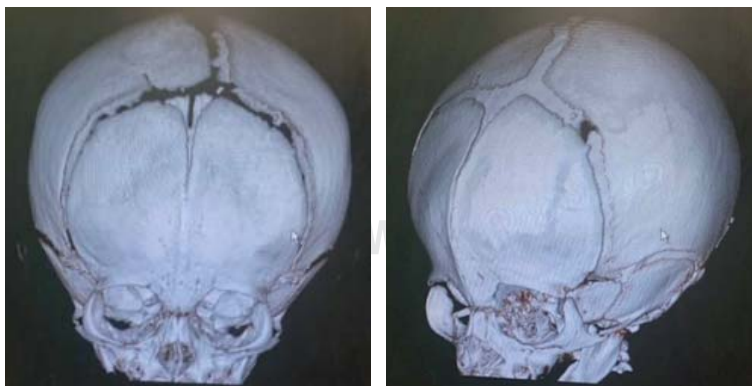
Tomografía craneal computarizada 3D preoperatoria. Izquierda: vista frontal. Derecha: vista oblicua.
